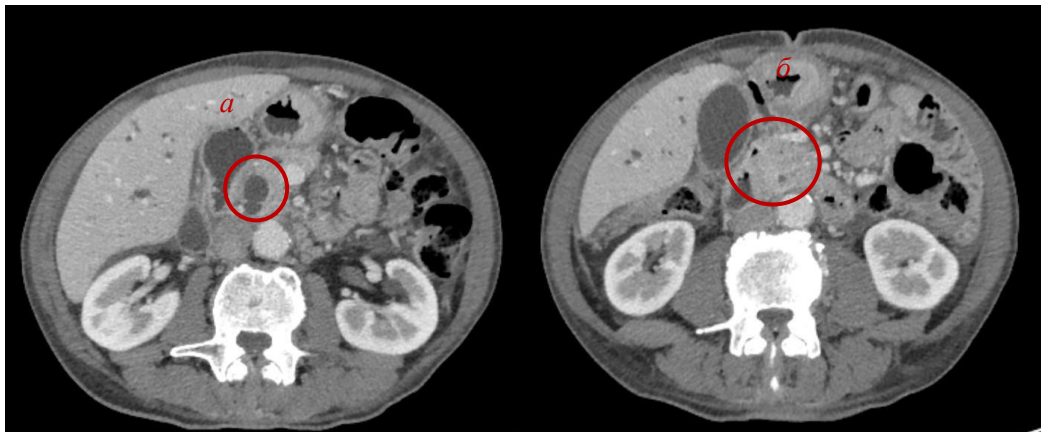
КТ пацієнта К., ІХ № 6591 де продемонстровано розширений холедох (а) вище пухлини голівки ПЗ (б)
